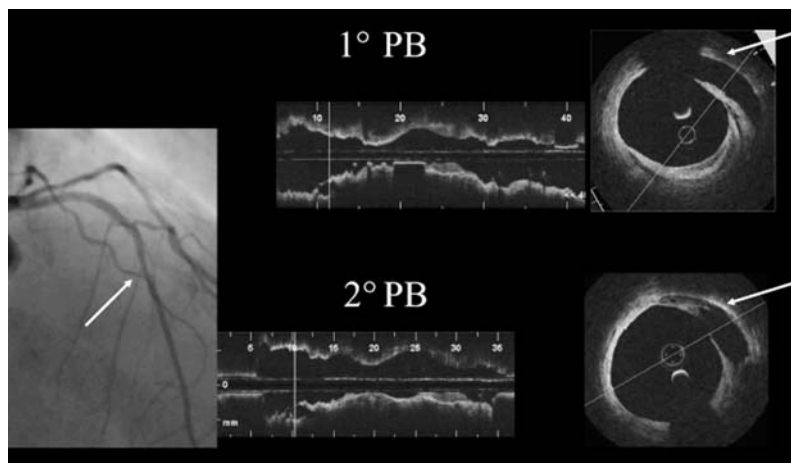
L'esempio si riferisce alla ripetizione dell'acquisizione tomografica a coerenza ottica in un'arteria discendente anteriore (pannello a sinistra), mediante impiego della tecnica non occlusiva. I pannelli al centro mostrano due rappresentazioni longitudinali, ripetute a breve distanza di tempo. Nel pannello a destra è visualizzata la rottura di un pool lipidico in una sezione trasversale. L'esempio dimostra che la tecnica di acquisizione tomografica a coerenza ottica permette di ottenere immagini di alta qualità e riproducibilità. PB = pull-back.
